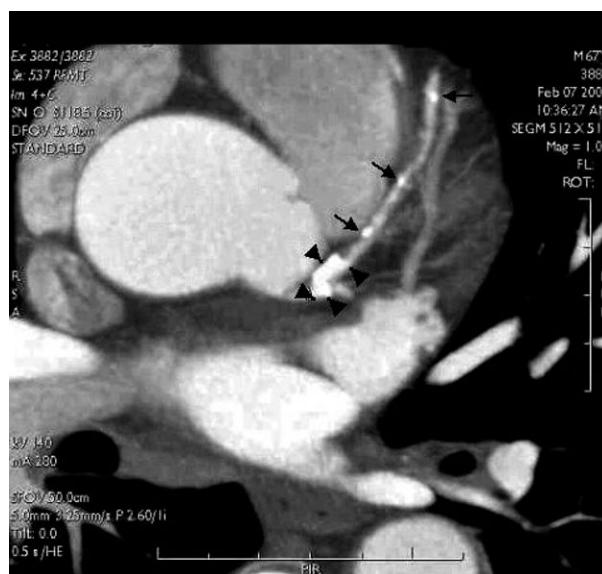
TC multicorte de la arteria coronaria izquierda. Se observan calcificaciones importantes en la coronaria izquierda (puntas de flecha) y otras menores en la descendente anterior (flechas).
